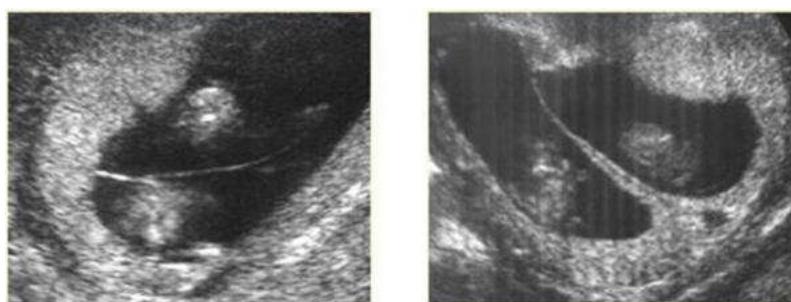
La determinación de la corionicidad en el embarazo gemelar se efectúa observando el signo T (monocorial) o Lambda (dichorial) en la ecografía 11-14 semanas.
